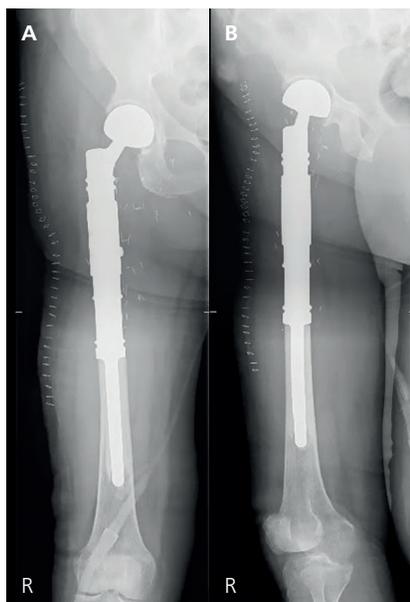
/B: Röntgenbilder des rechten Femurs in zwei Ebenen. Nach Tumorresektion wurde eine modulare proximale Femurendoprothese implantiert.
